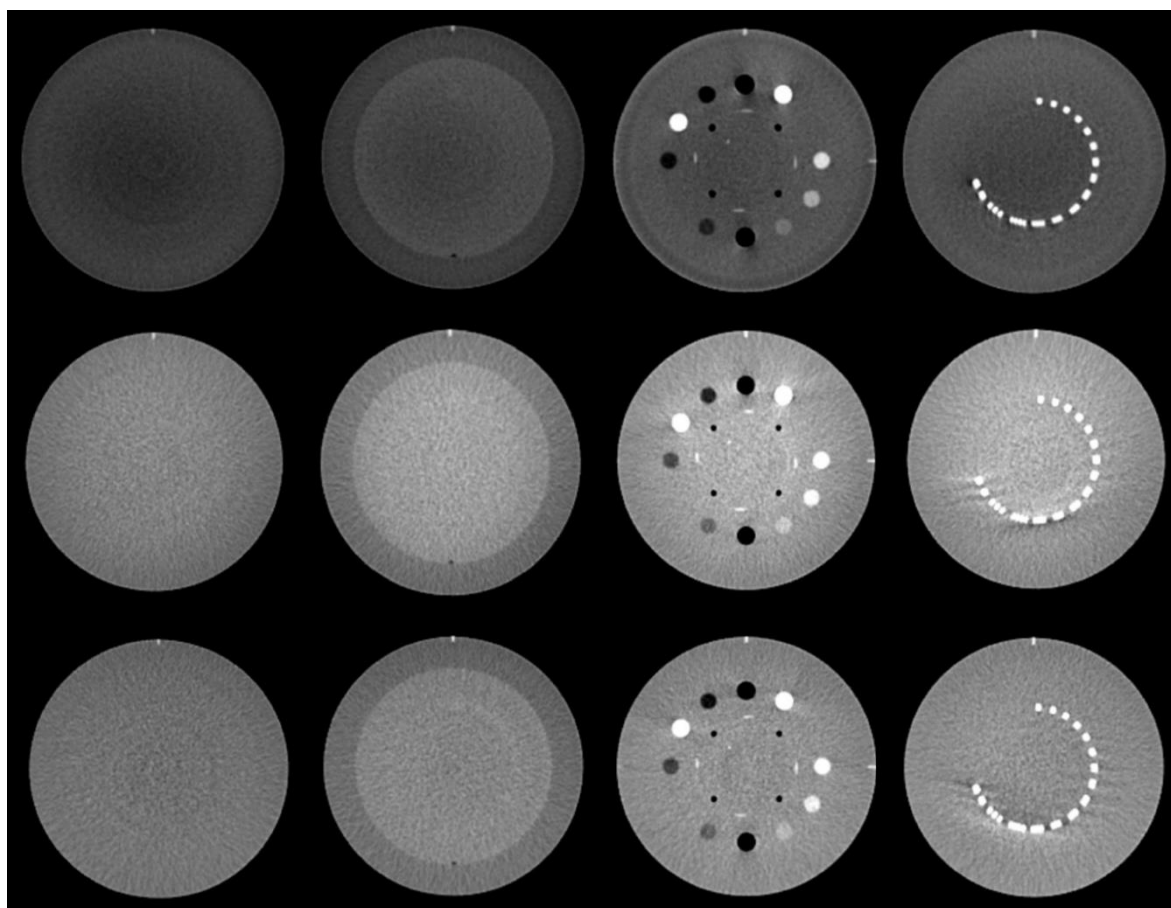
CBCT preseći za svaki modul (prvi red: Head full, drugi red: head half down, treći red: head half up, četvrti red: image gently)
